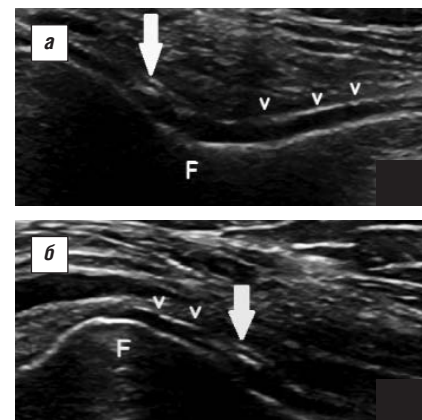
УЗИ коленного сустава. а – в структуре хрящевых пластин – гиперэхогенные депозиты (кальцинаты, указаны стрелкой) – хондрокальциноз; б – гиперэхогенная дента на поверхности хряща (v) – признак «двойного контура»; F – бедренная кость
